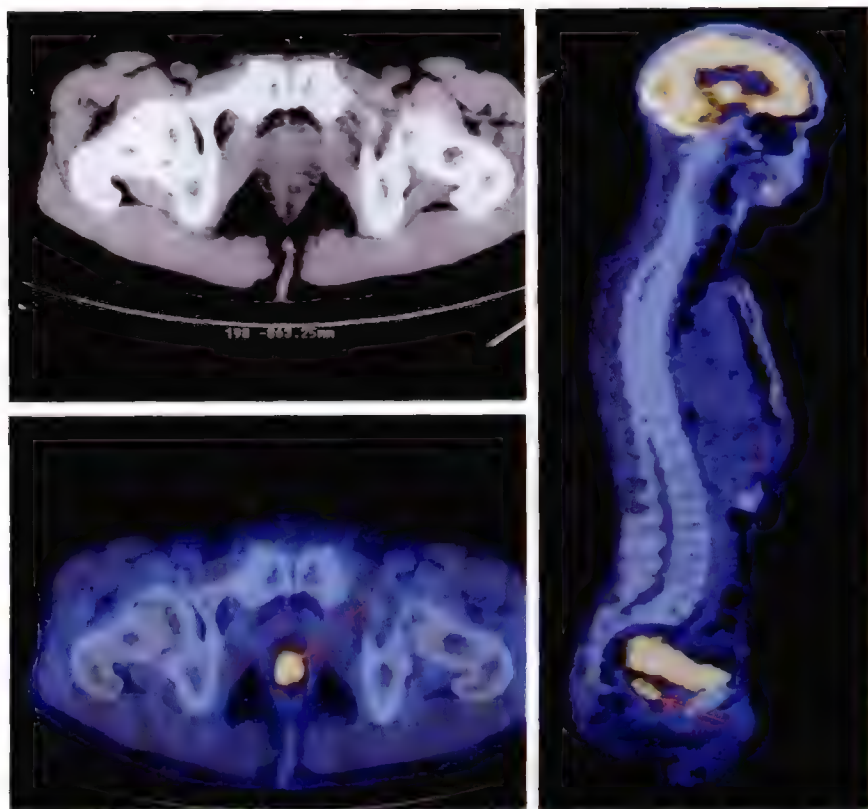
直肠癌 ^{18}F -FDG PET/CT 显像
